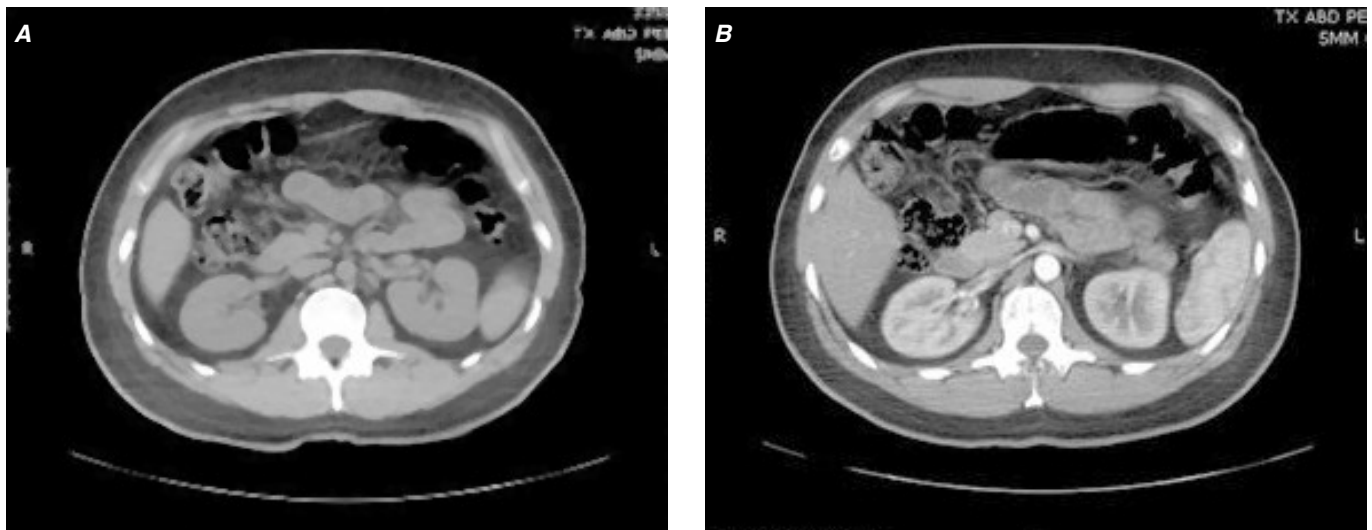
Tomografía axial computada abdominopélvica simple y contrastada donde se aprecian adenopatías retroperitoneales paracavales con reforzamiento ante la administración del medio de contraste.
